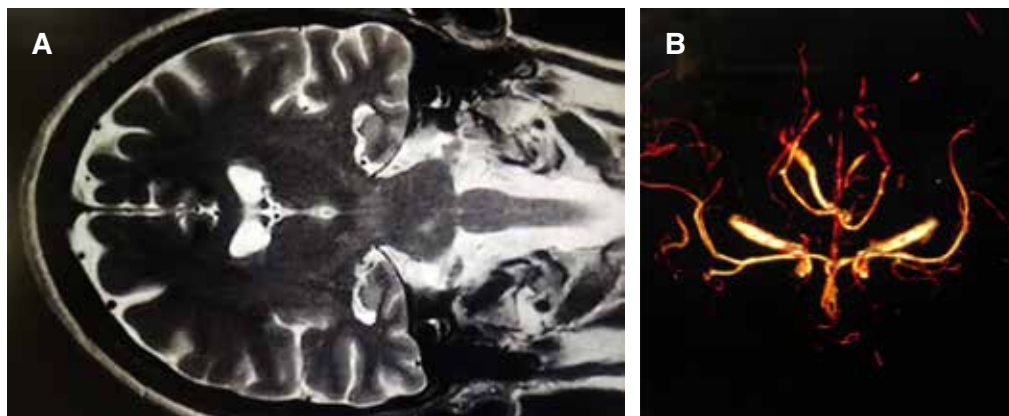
Caso número 1. A) Infarto pontino derecho: imagen por resonancia magnética, en secuencia T2, corte coronal que muestra hiperintensidad en el lado derecho del puente, la cual tuvo restricción en DWI. Se aprecia ligera atrofia cortico-subcortical de predominio frontal. B) Angiotomografía de la misma paciente: disminución del calibre vascular de las ramas distales de ambas arterias cerebrales medias, con defectos de llenado en el territorio de la arteria basilar.
